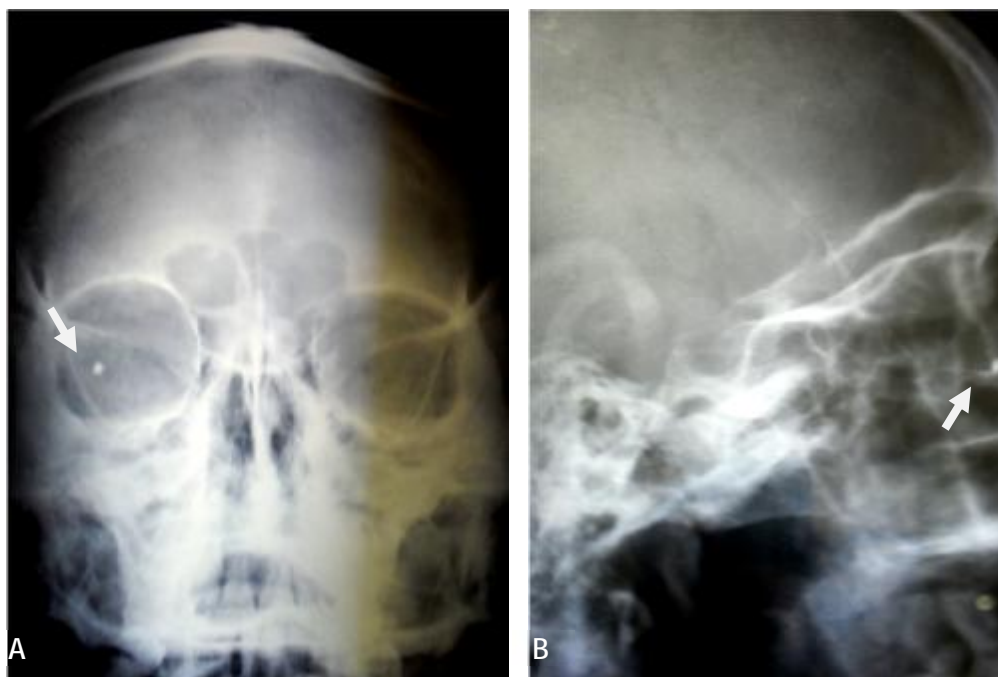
Radiographie de l'orbite de face(A) et de profil (B) montrant un CE radio-opaque projeté dans l'aire orbitaire [service de radiologie hôpital 20 Aout]
